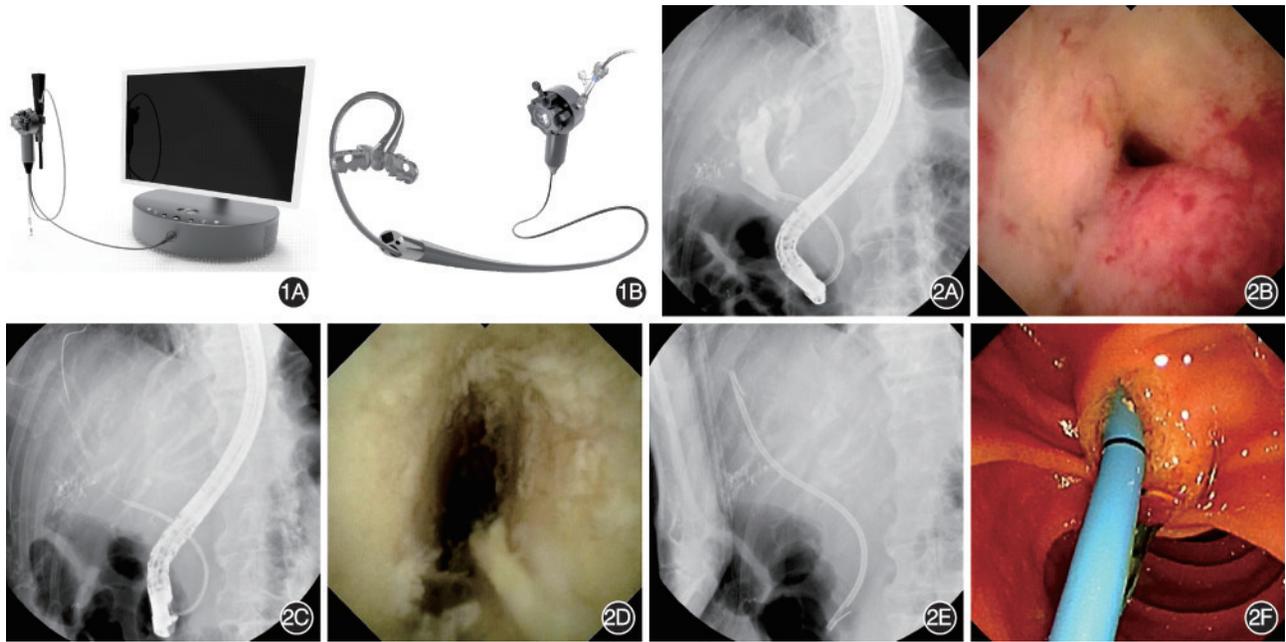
国产经口胆胰直视化子镜系统 1A:主机部分;1B:子镜部分 图2 国产经口胆胰直视化子镜系统辅助射频消融治疗胆管恶性狭窄 2A:胆管造影X线下表现;2B:射频消融前胆管恶性狭窄部位的国产经口胆胰直视化子镜系统下表现;2C:射频消融治疗X线下表现;2D:射频消融后胆管恶性狭窄部位国产经口胆胰直视化子镜系统下表现;2E:胆管支架置入后X线下表现;2F:胆管支架置入后内镜下表现
